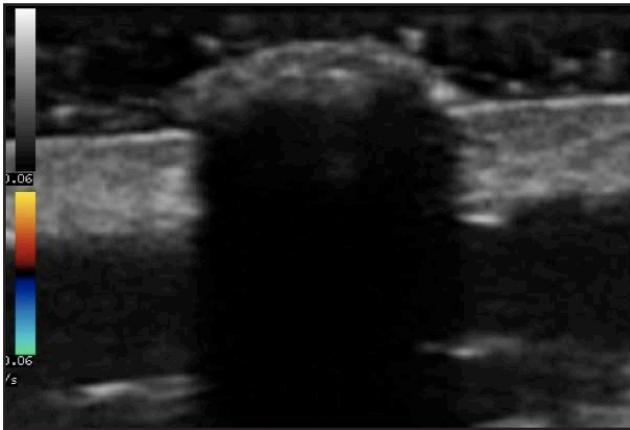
Queratosis seborreica. Lesión intraepidérmica, homogénea e isoecogénica con ausencia de vascularización en la exploración Doppler color y presencia de sombra acústica posterior.
